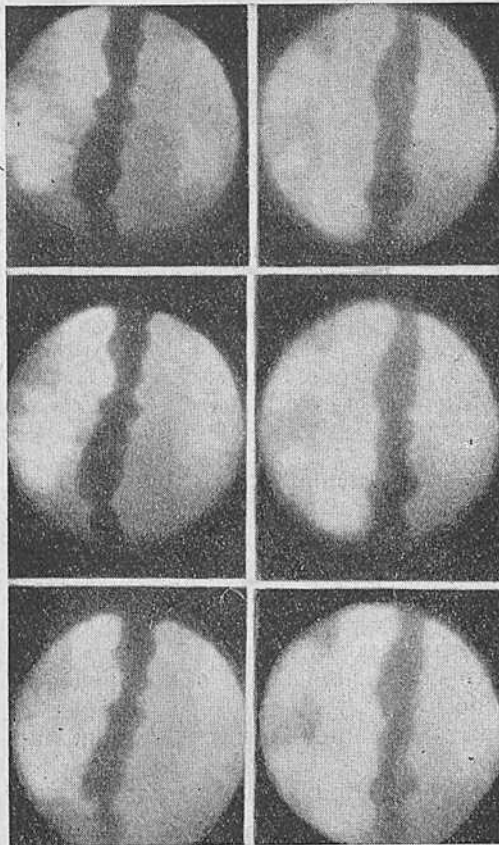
Сегментарные сокращения ретроперикардального сегмента при ахалазии пищевода I типа. Рентгенокиномонтаж через 16 кадров.
